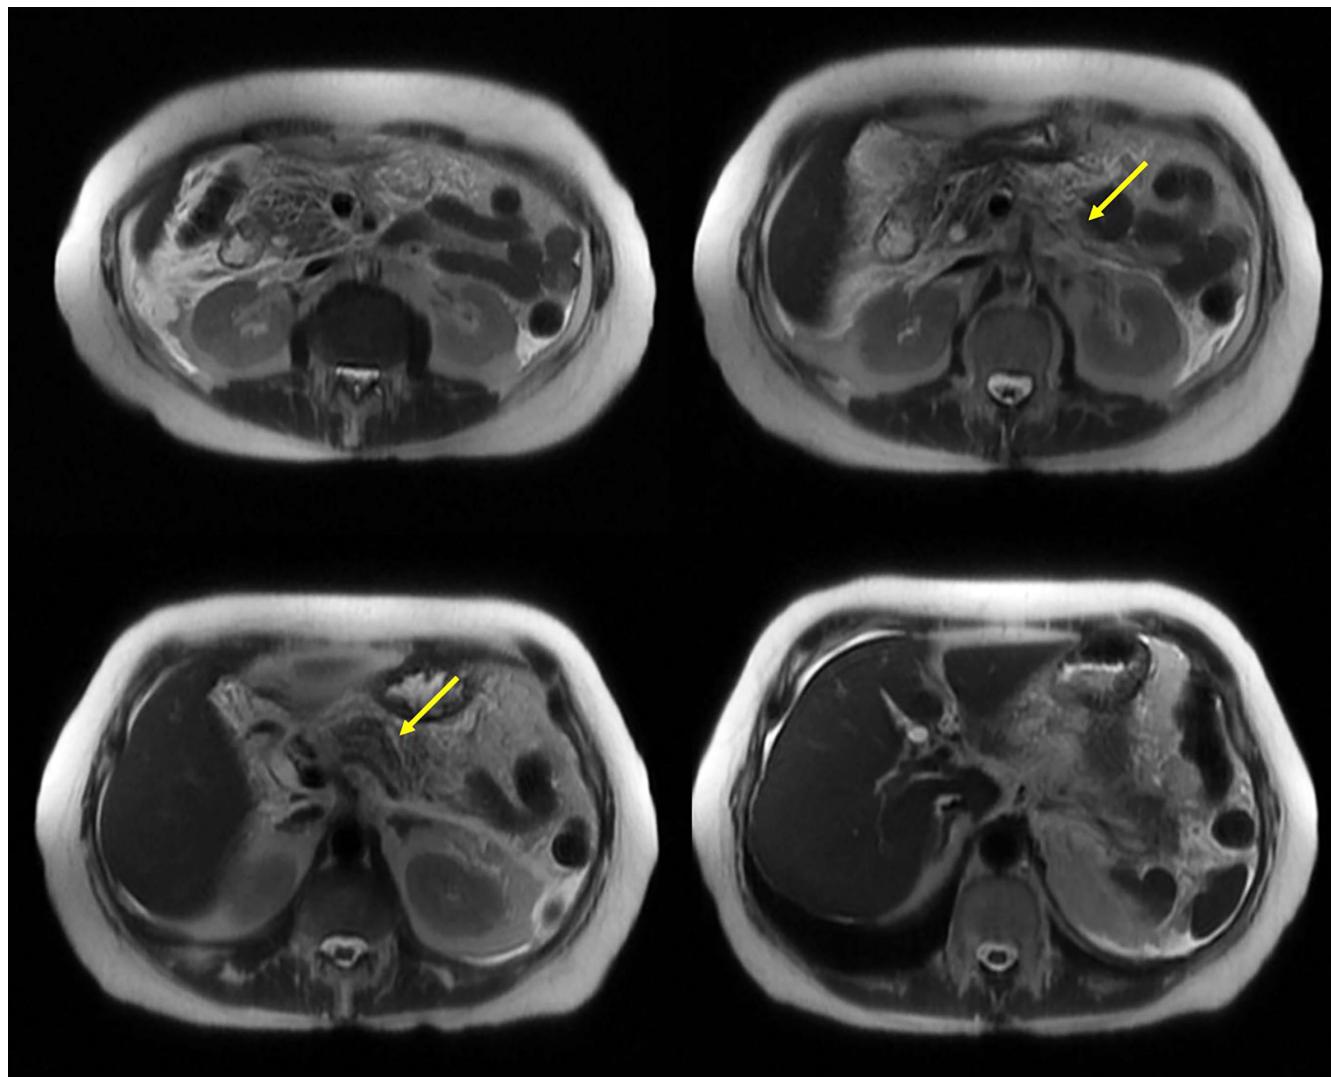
Colangiorresonancia abdominal. Se observa el páncreas con aumento difuso de tamaño e intensidad de señal con alteración de la grasa adyacente, líquido peripancreático que se extiende bilateralmente pararrenal anterior y hacia las goteras parietocólicas, así como las regiones perihepáticas y periesplénicas. Imágenes propiedad de los autores.
